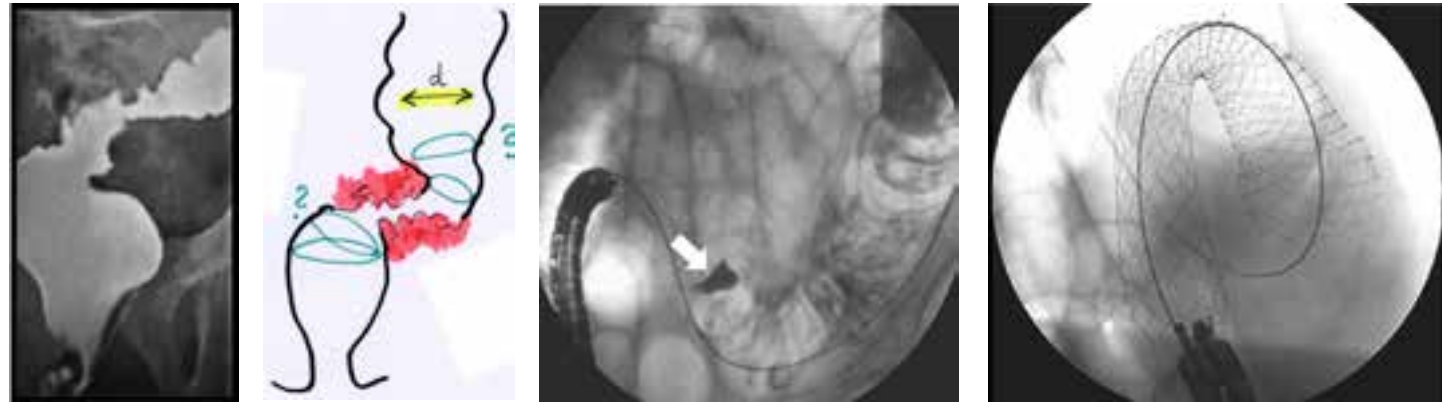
Planning a stent implantation according to configuration of the stenosis (a: X-ray, b: endoscopy). An intramural injection of contrast (Lipiodol®) exactly shows the target site (arrow).
